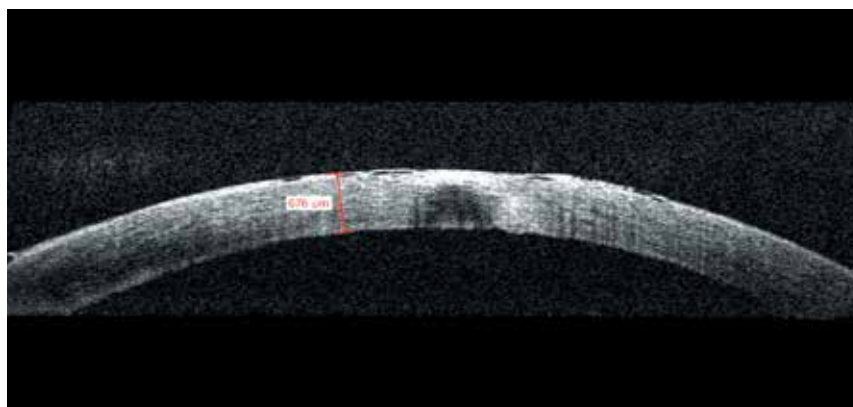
Оптическая когерентная томография роговицы через 1 мес. после фототерапевтической кератостромэктомии левого глаза. Уменьшение гидратации всех слоев роговицы и среднего показателя пахиметрии до 676 мкм
